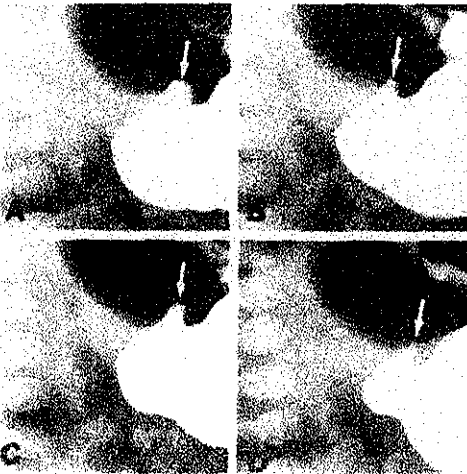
Radiografías en un paciente con estenosis pilórica, demuestra conversión de un saco peristáltico normal a una tetilla pilórica (flechas). A-C demuestran grado intermedio y revelan estrechamiento progresivo del saco.
